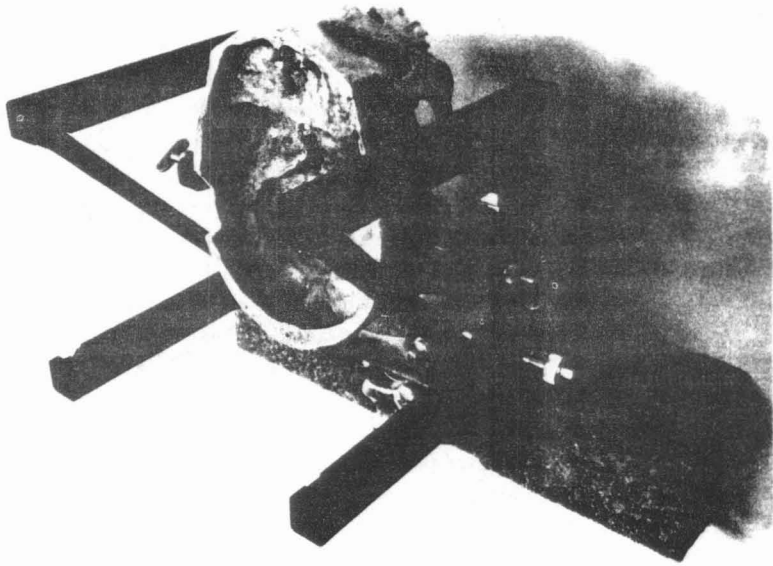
Fixador do crânio e sistema de referência. Montagem necessária para a obtenção das tomografias.
